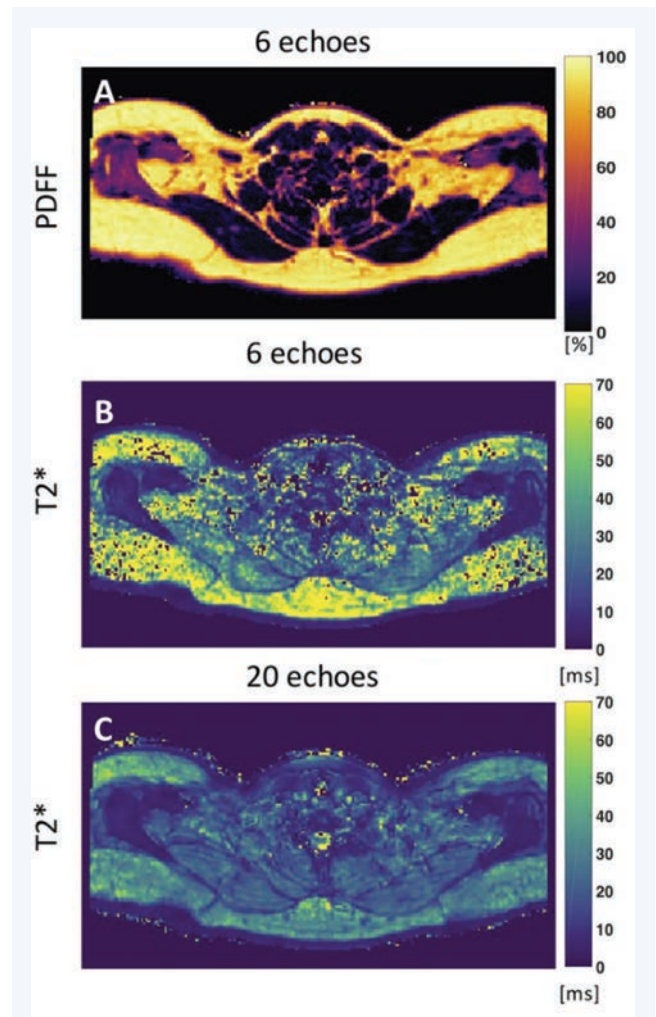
МРТ. PDFF и T2* изображения надключичной бурой жировой ткани [51]
